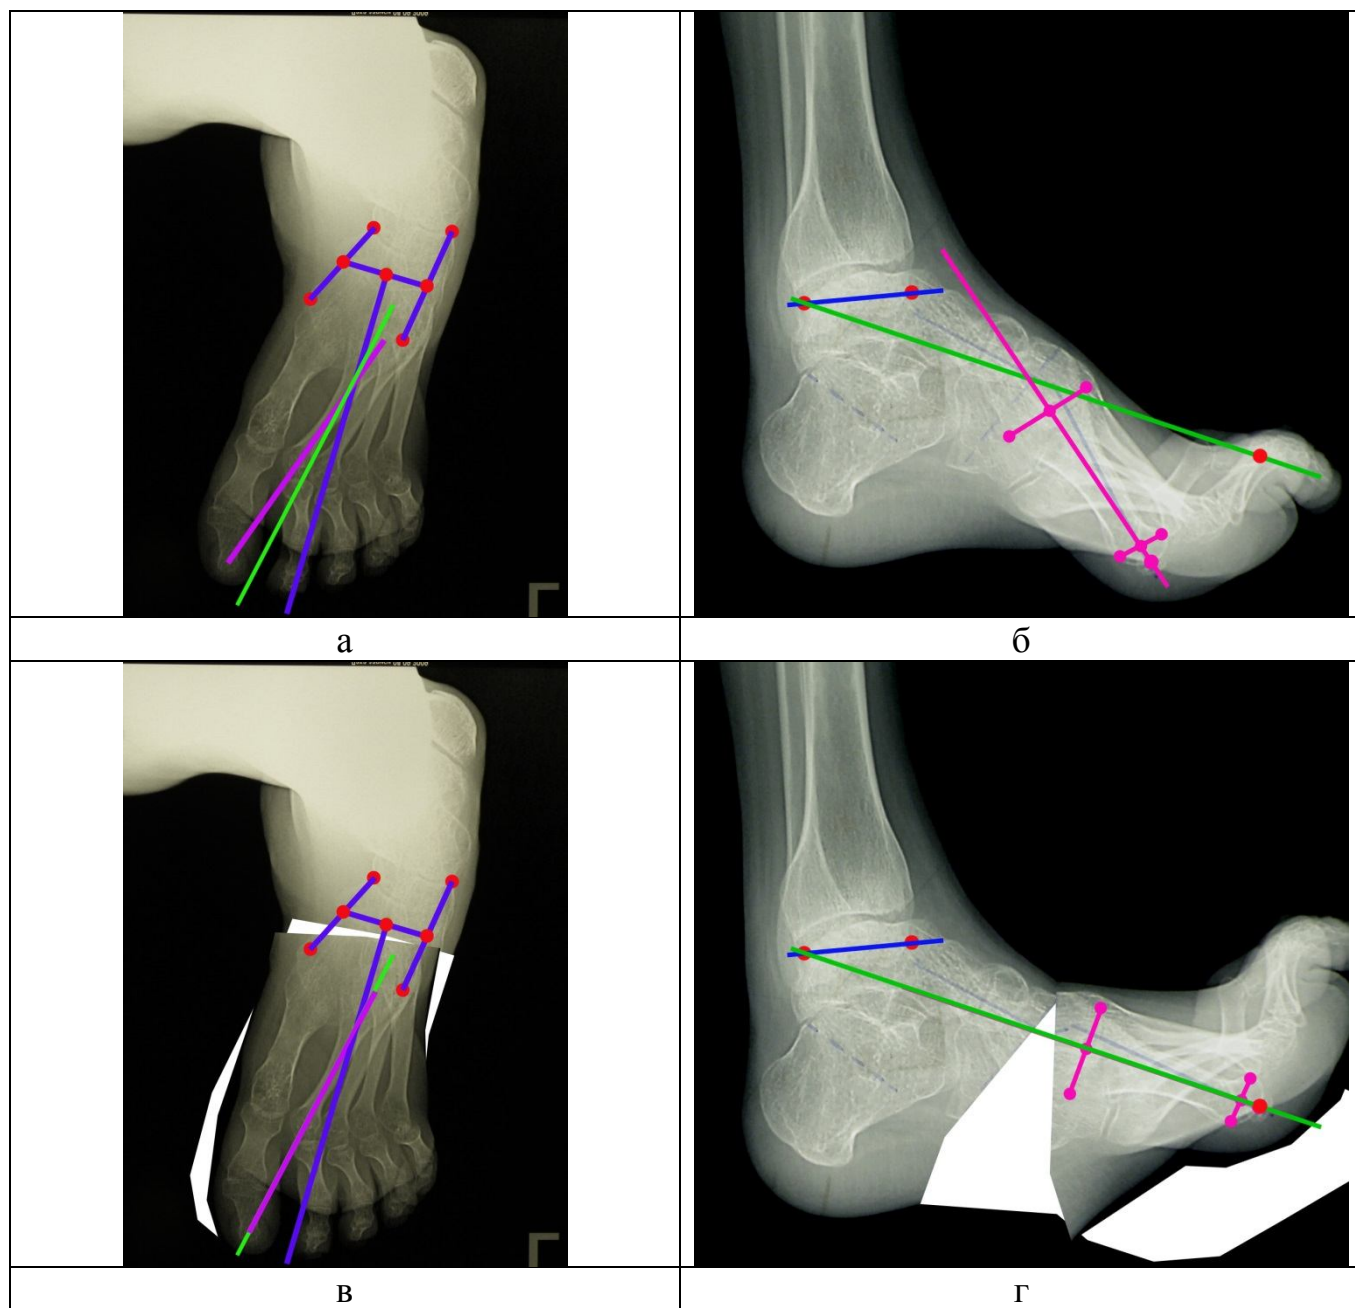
Рентгенограммы пациентки 3. до коррекции: а – тыльно-подошвенная проекция; б – боковая проекция; скиаграмма – планирование коррекции: в – тыльно-подошвенная проекция; г – боковая проекция
